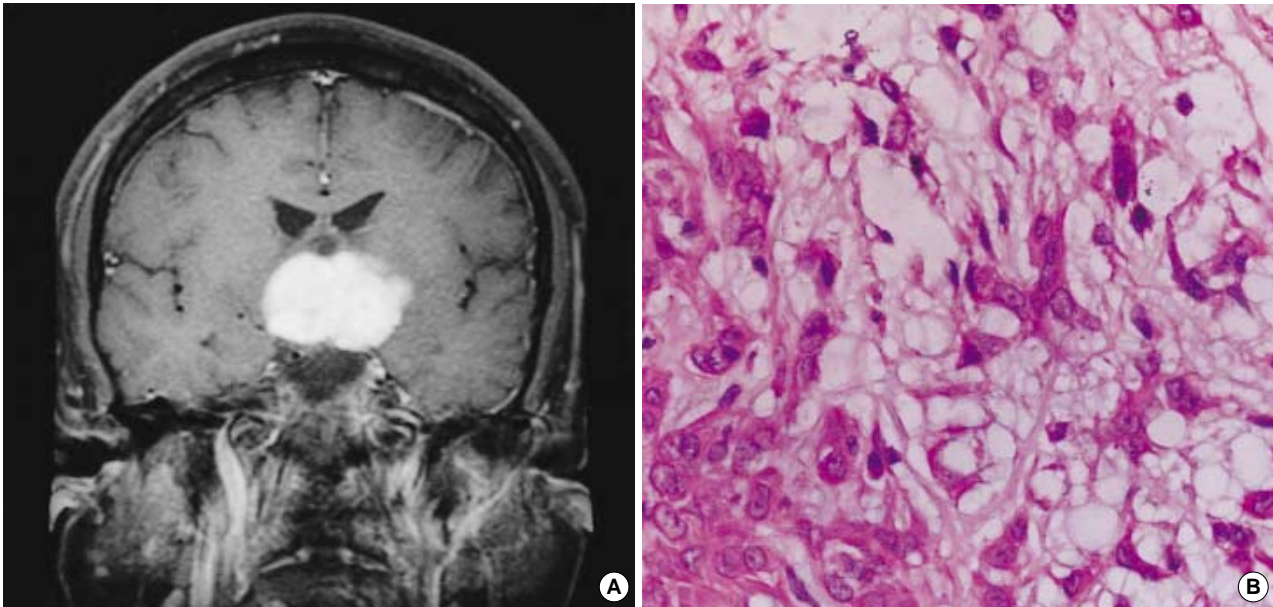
(A) Contrast-enhanced T1 weighted magnetic resonance imaging shows a 5.5×4×3.5 cm sized, enhancing mass in optic chiasm, thalamus, hypothalamus and midbrain. (B) The tumor cells have eosinophilic cytoplasm and vacuolated extracellular mucoid material resembling chordoma.
